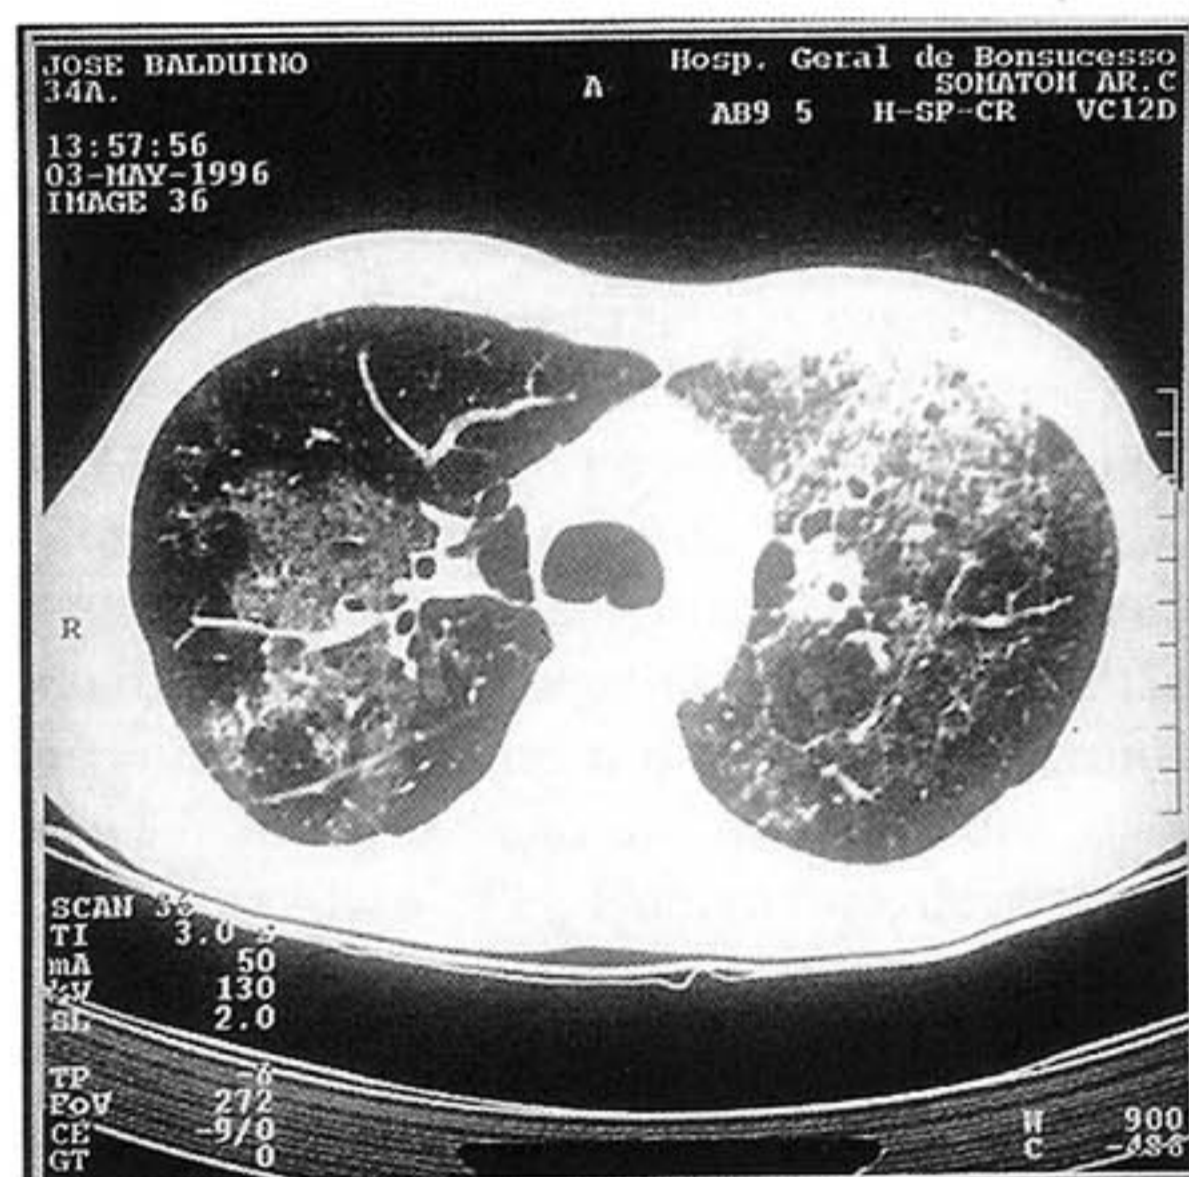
Tomografia computadorizada de tórax. Áreas hipodensas bem delimitadas nos campos pulmonares, sugerindo aspectos de vidro fosco ou despolido, com imagens císticas associadas.
